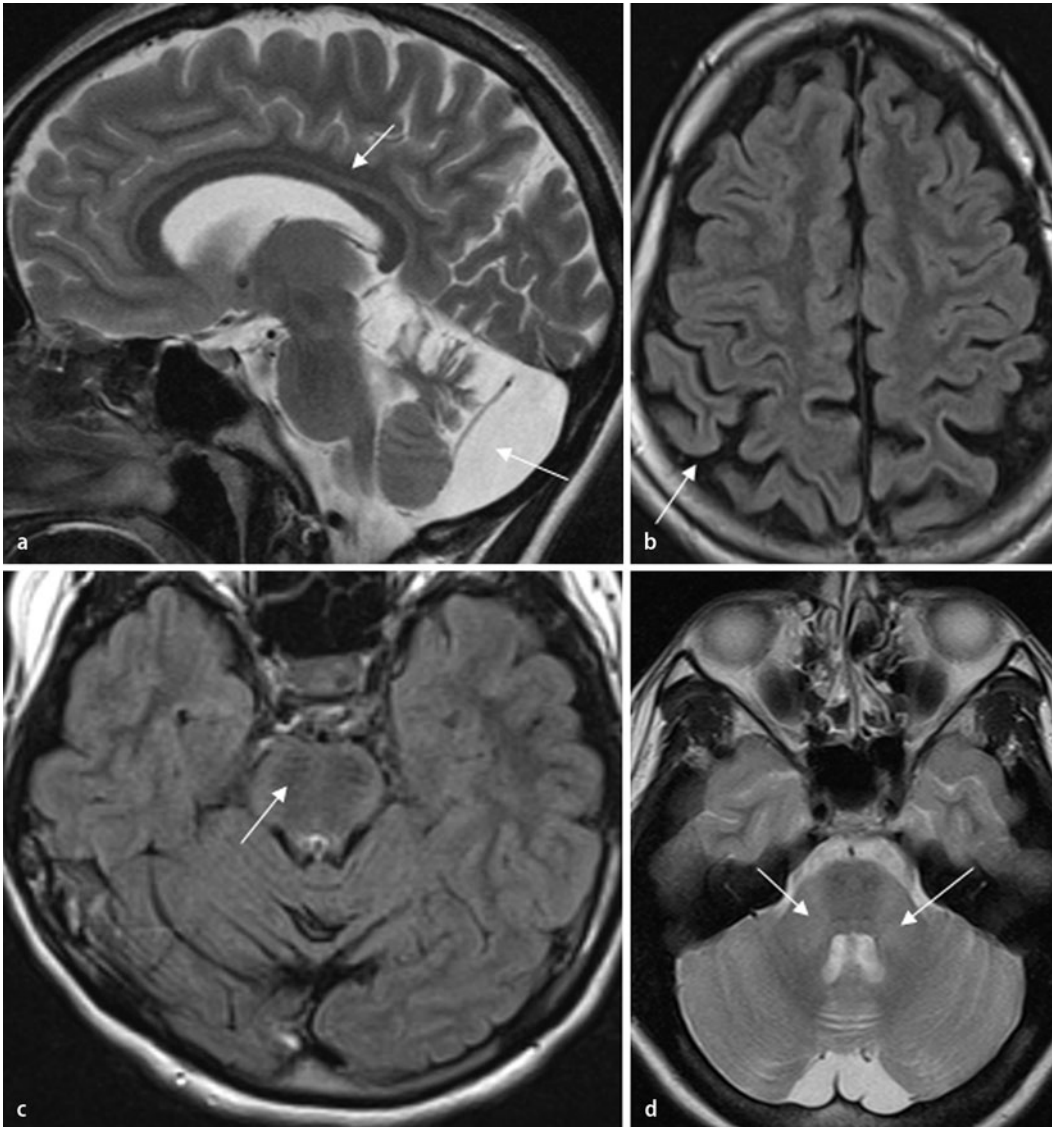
◀ Charakteristische MRT-Befunde bei der autosomal-rezessiven Ataxie vom Typ Charlevoix-Saguenay. T2- (a,d) und FLAIR-MRT-Sequenzen (b,c) zeigen eine oberwurbelbetonte Kleinhirnatrophie und eine Verschmächtigung des dorsalen mittleren Anteils des Corpus callosum (Pfeile in a), eine parietale Atrophie (b), lineare hypointense Streifen in der mittleren Pons (c) und Signalsteigerungen in der lateralen Pons vor dem Übergang in die – bei ARSACS verdickten – mittleren Kleinhirnstiele (d). Dargestellt sind die Bilder von 2 verschiedenen Personen (a–c) von Person 1, d von Person 2)
